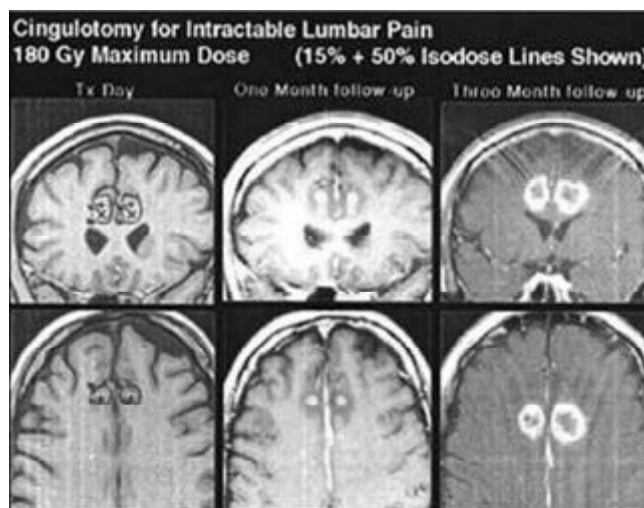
Cingulotomía. Resonancia cerebral en secuencias de T1 cortes coronales que pasan por el lóbulo frontal y se observa la lesión de cingulotomía.
